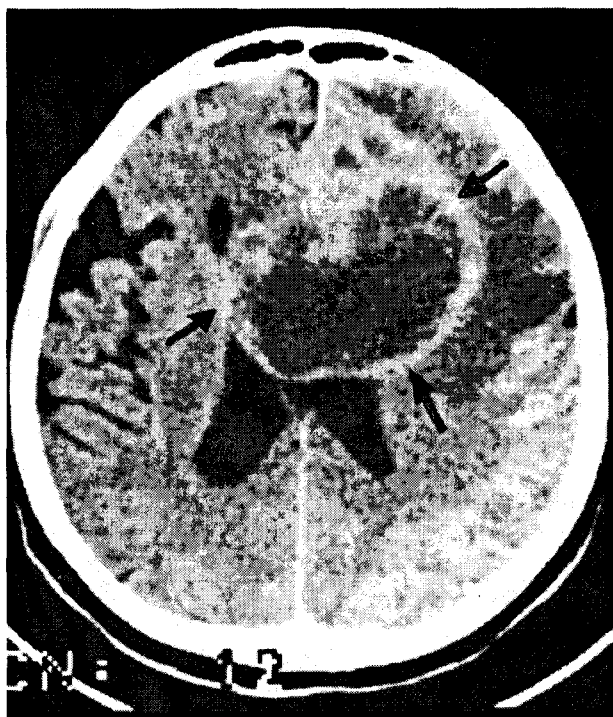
CT-scan: tumoră frontală stânga gigantă cu necroză centrală cu extindere în emisferul opus (glioblastom multiform).
